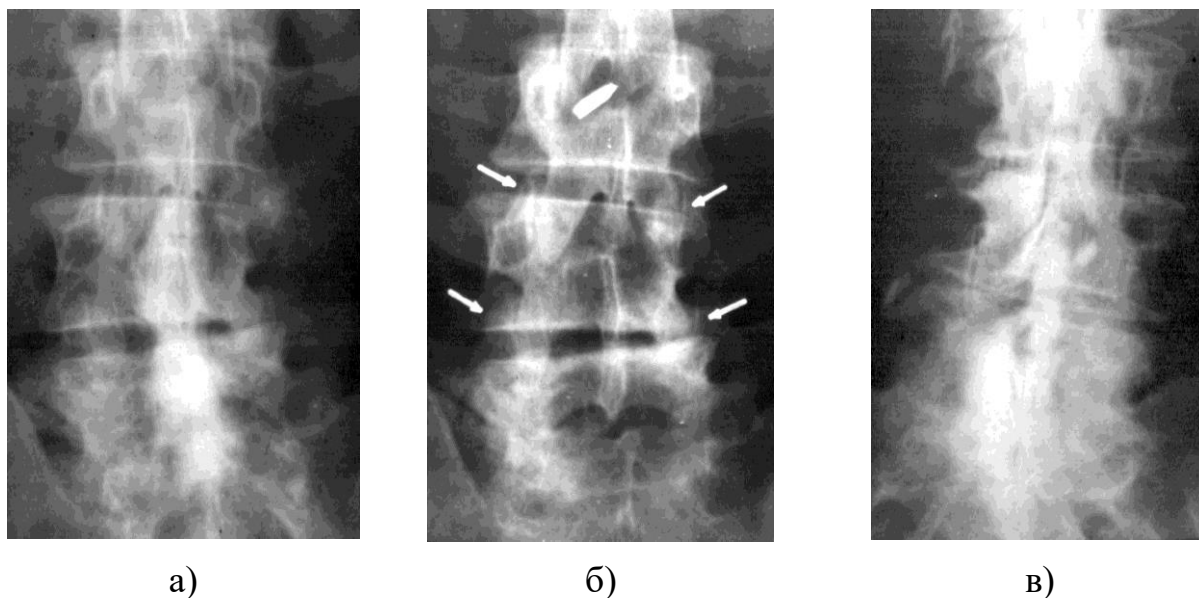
Фотовідбитки передньо-задніх рентгенограм з варіантами дегенеративного стенозуючого сколіозу: а) хвора Н., 69 р. (іст. хвороби №62578); б) хвора П., 61 р. (іст. хвороби №61078); в) хвора Б., 56 р. (іст. хвороби №37442).
